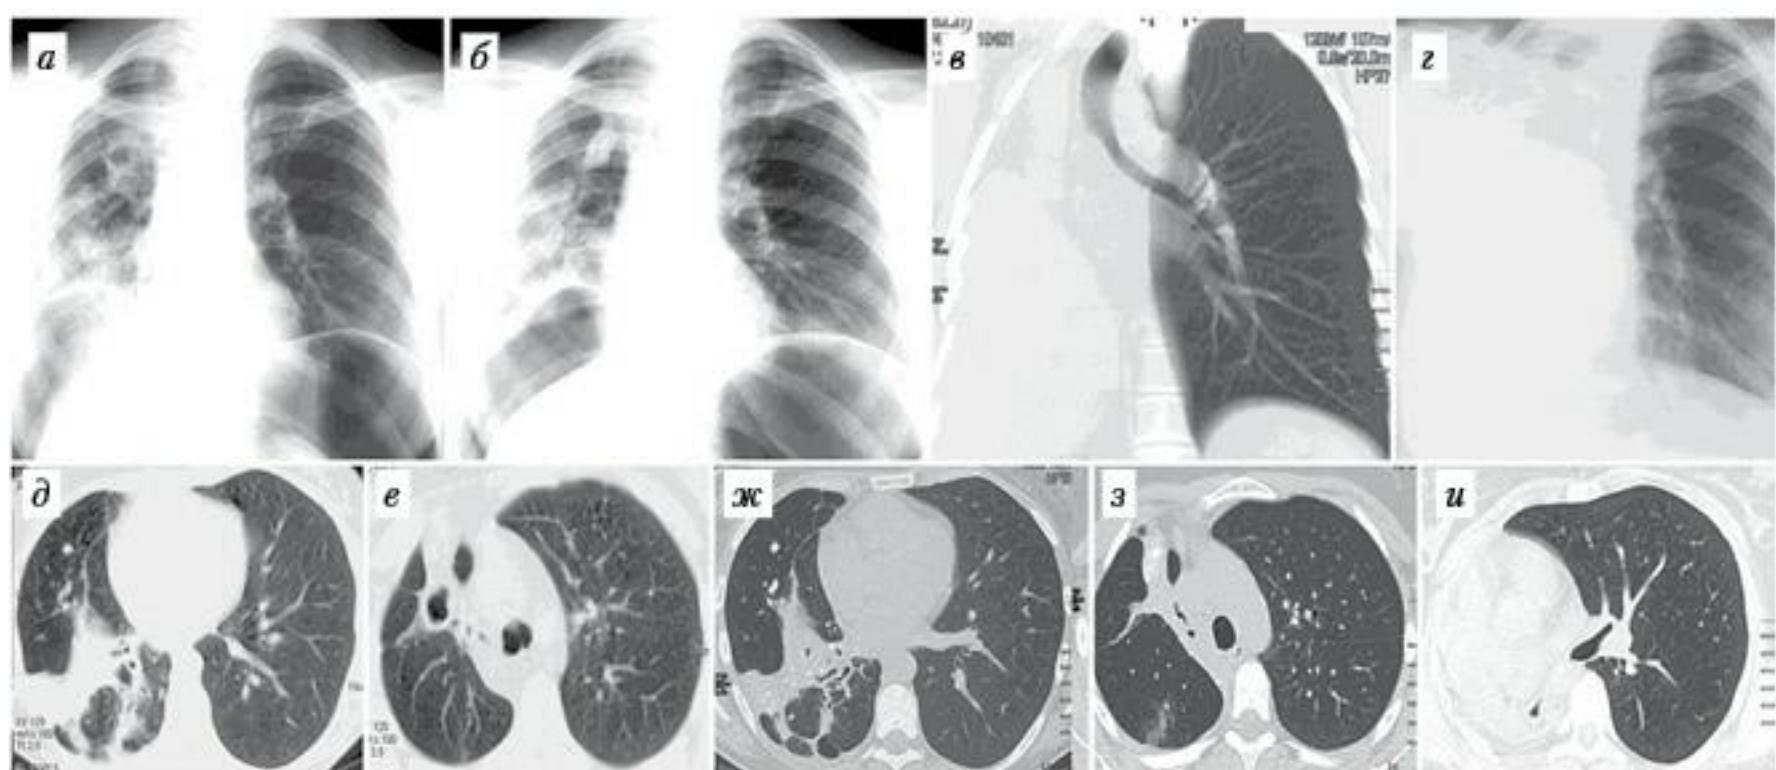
Пульмонэктомия у больной ТЛ с неэффективными повторными курсами с ШЛУ МБТ. Серия рентгенограмм и КТ: а, б, д, е – в верхней доле и С7, 10 справа множественные каверны в уменьшенном в объеме правом легком, двустороннее очаговое обсеменение; сформирован ПП до 4-5 ребер. ж, з – через 6 мес. уменьшение каверн в С7, 10, рубцевание каверны в верхней доле; нарастание цирроза верхней и нижней долей, единичные очаги слева. в, е – пульмонэктомия справа, фиброторакс, единичные очаги слева. г – через 2 года после пульмонэктомии
